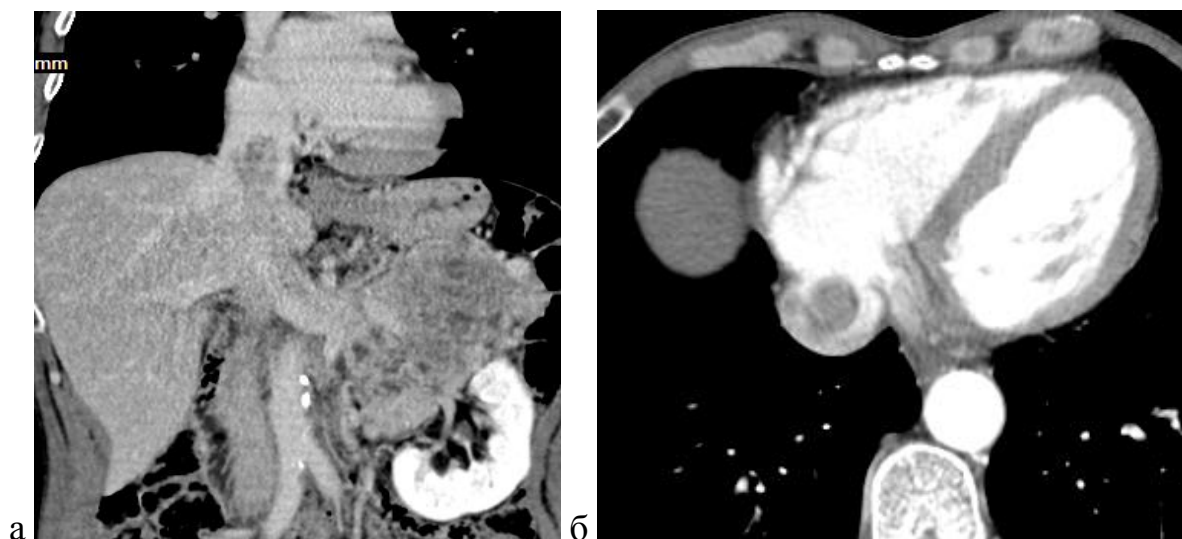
МДКТ пацієнта з пухлинним тромбом НПВ: а) фронтальна реконструкція демонструє пухлину верхнього полюсу лівої нирки, яка поширюється до лівої ниркової вени та інтраперикардіального відділу НПВ; б) аксіальна томограма на рівні злиття НПВ з правим передсердям. Візуалізується пухлинний тромб в просвіті інтраперикардіального сегменту НПВ.
